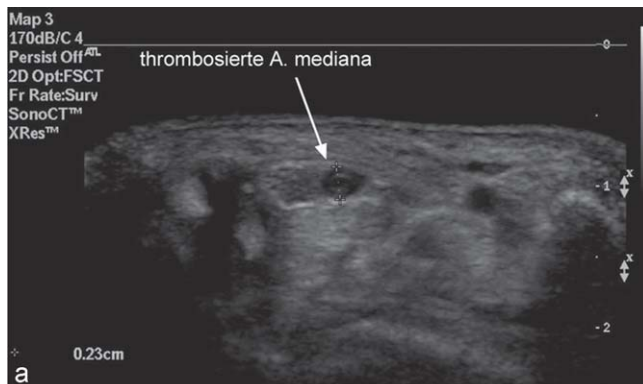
a: Sonografische Darstellung der thrombotierten A. mediana im Querschnitt und b: Duplexsonografie im Längsschnitt.
